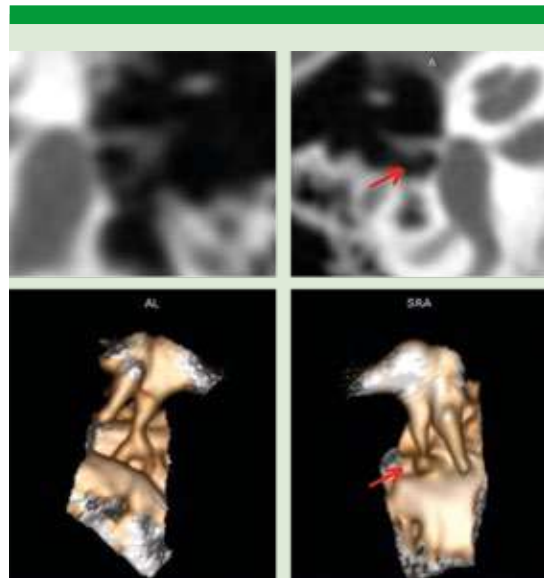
Tomografía de oídos en cortes finos con foco en ventana oval y estribo. Se aprecia la ausencia de la crura posterior en el estribo derecho en una reconstrucción tridimensional que la confirma.
